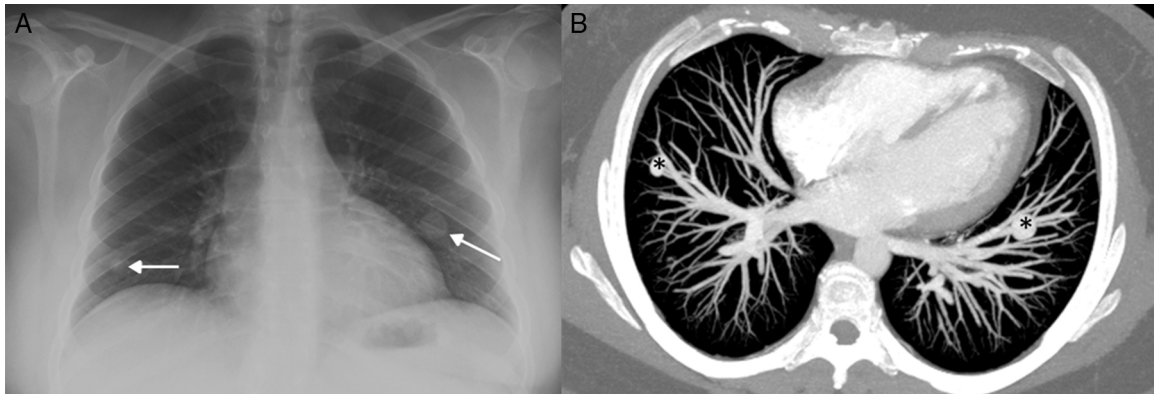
A) Radiografía de tórax en la que se observan 2 nódulos pulmonares (flechas). B) Reconstrucción, proyección de máxima intensidad axial de TC, que confirma la presencia de las MAV pulmonares (asteriscos).
